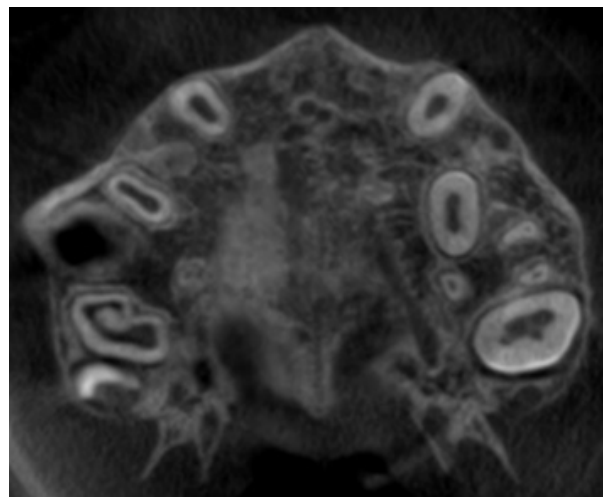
Corte axial de tomografía computarizada de haz cónico del paciente masculino de 9,10 años donde se observa la sutura palatina en estadio A de acuerdo a Angeliери *et al.*²³ (2013).
